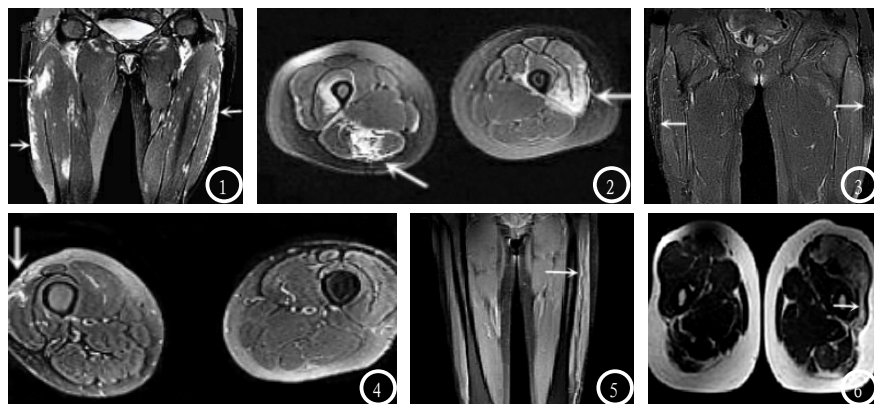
MRI诊断PM/DM患者影像学表现。图1-2 双侧大腿肌群炎性水肿，质子加权相冠状位和轴位呈高信号；图3-4 皮下软组织水肿，质子加权相冠状位和轴位可见网格状改变；图5-6 肌筋膜炎，质子加权相呈带状高亮改变，同时可见股外侧肌炎性水肿。
